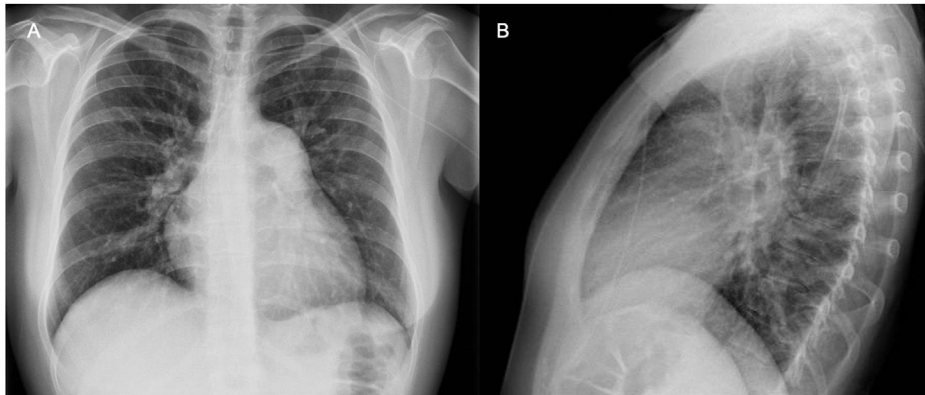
Radiografía de tórax con hallazgos característicos de hipertensión pulmonar.
